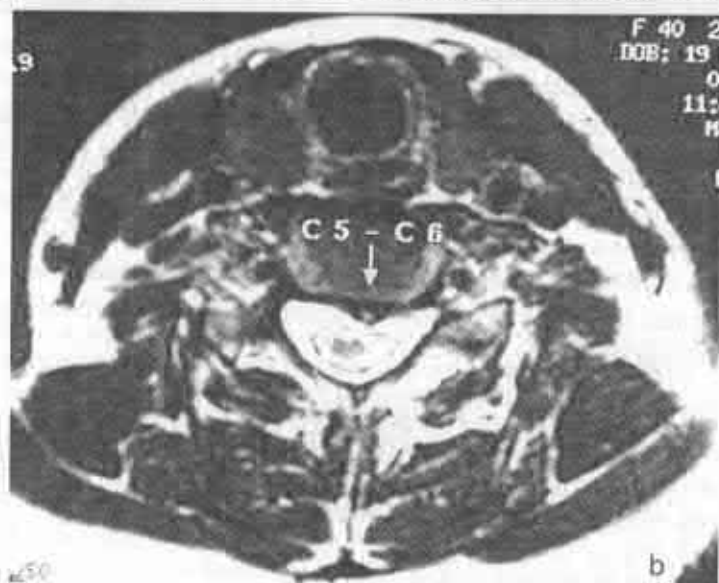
b). RMN al pacientei B., Săgeata indică fragmentul de disc care comprimă a. spinală anterioară
